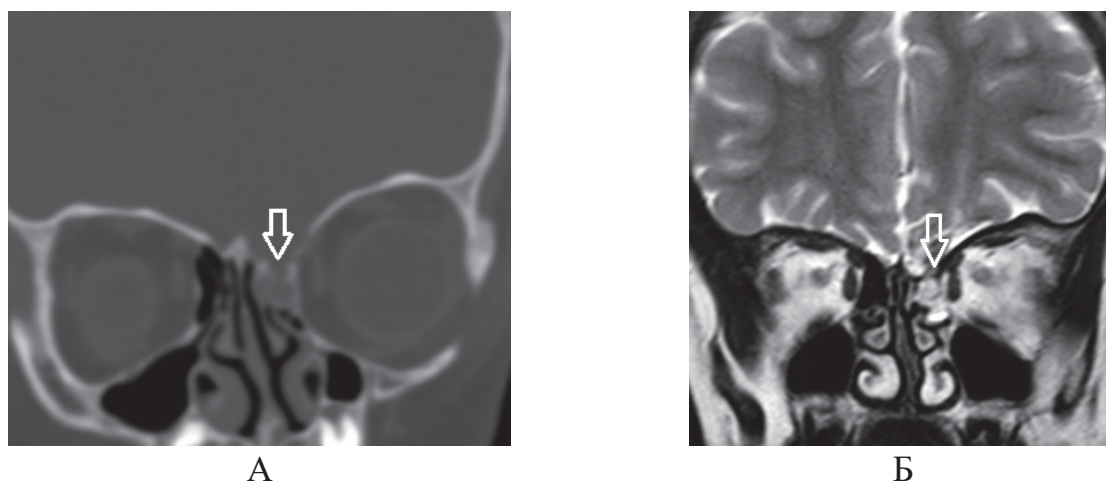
А - КТ, Б - МРТ фронтальная проекция, менингоцеле клеток решетчатого лабиринта слева. Стрелкой отмечен дефект крыши решетчатого лабиринта
